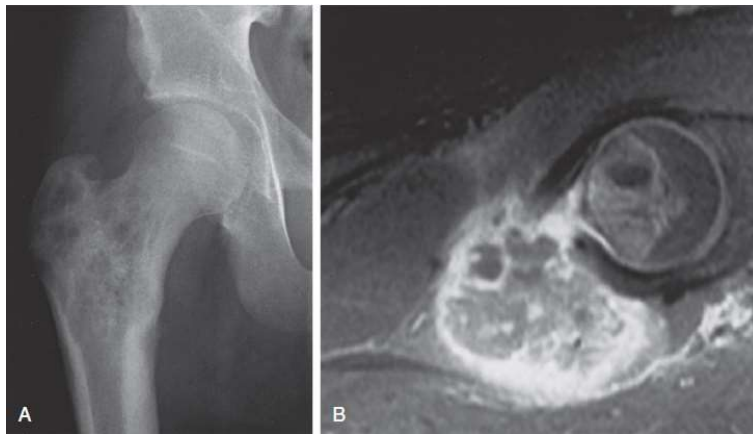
A, Anteroposterior radiograph showing a lytic lesion in the proximal femur. The patient had a 2-month history of pain and an elevated erythrocyte sedimentation rate. The permeative nature of the lesion suggested a neoplastic rather than an infectious cause. B, Axial magnetic resonance image of the proximal femur demonstrating a large soft tissue mass posteriorly. Biopsy confirmed the diagnosis of Ewing sarcoma.
